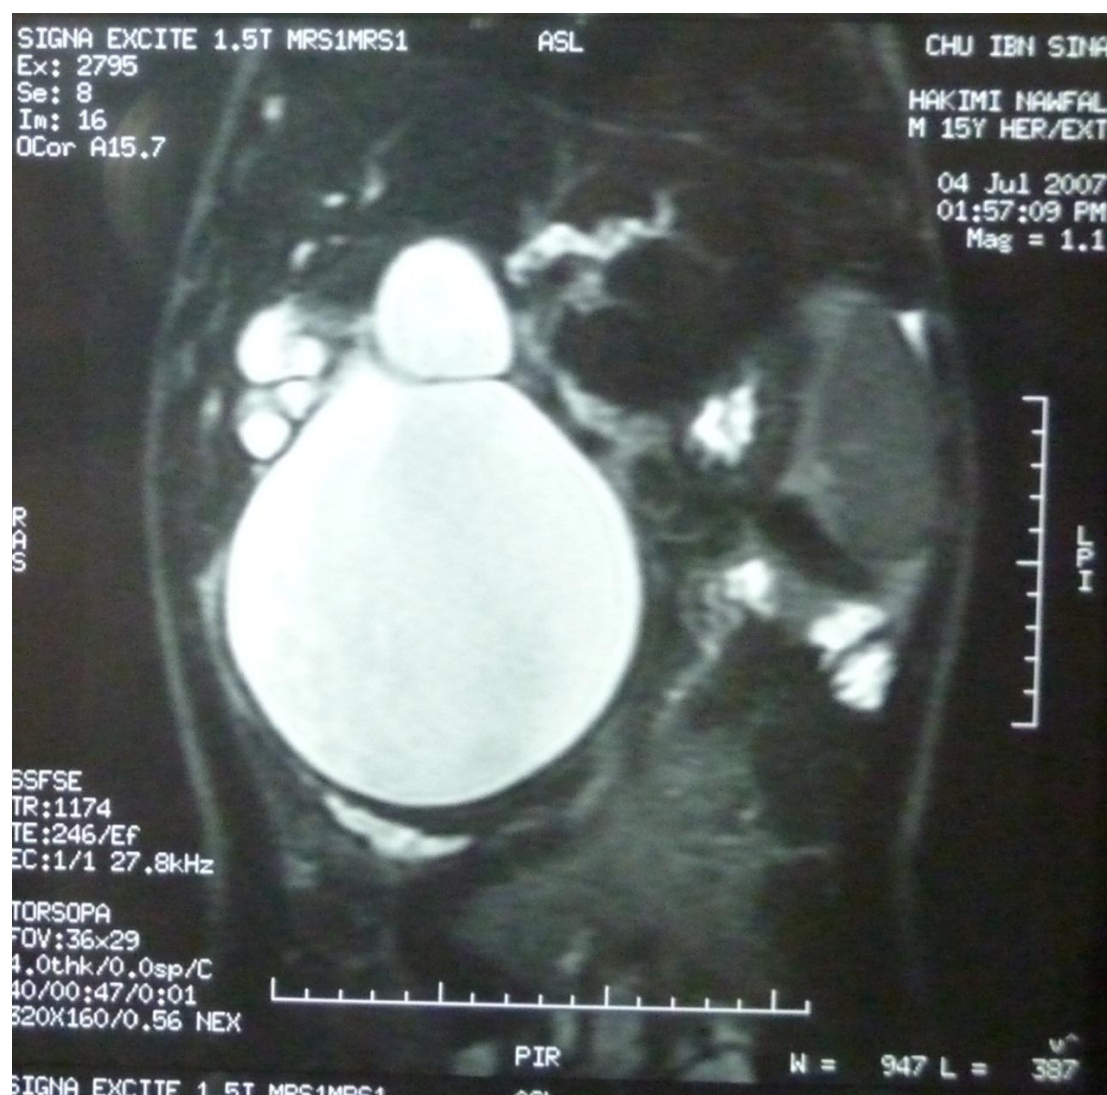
coupe frontale de TDM montrant une importante DKC avec une dilatation du canal cystique associée.
